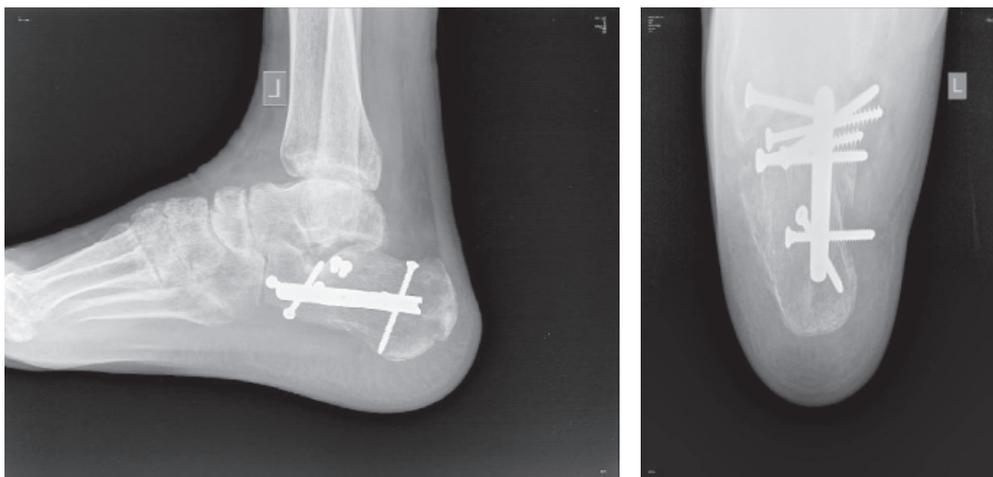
На рентгенограмме левой стопы в прямой и боковой проекциях определяется удовлетворительное стояние костных фрагментов на фоне металлофиксатора
